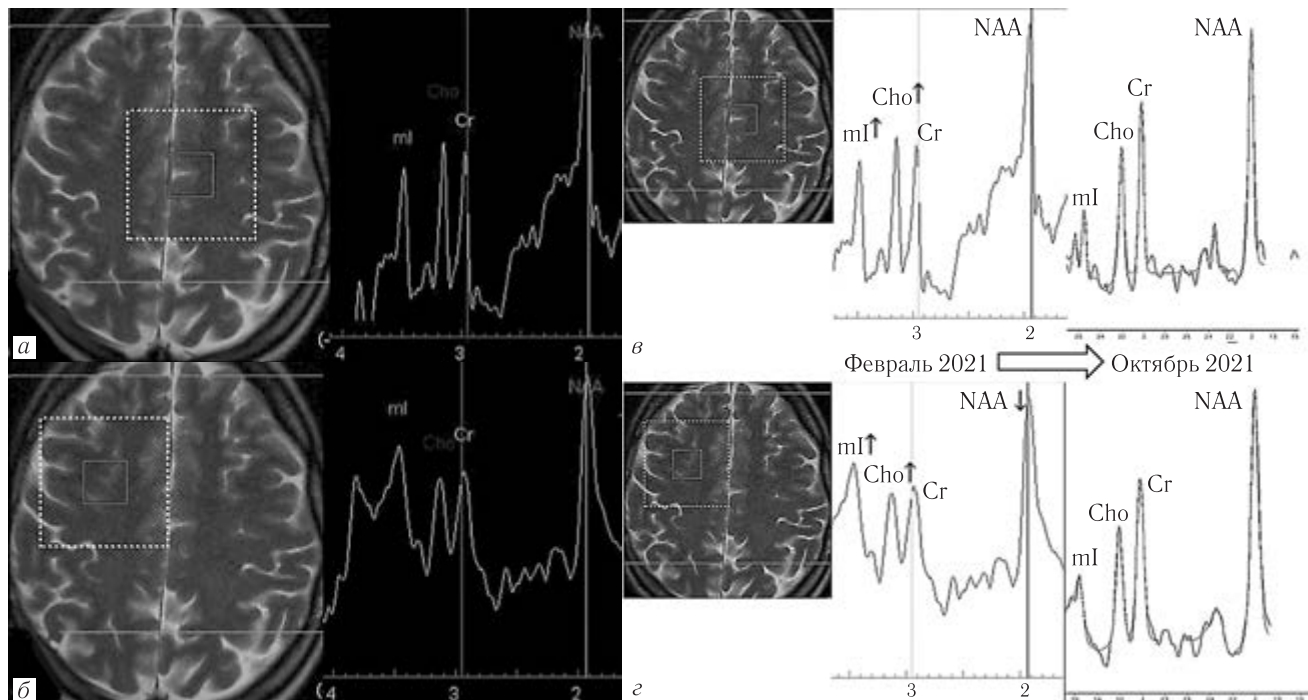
Клинический пример № 2. Пациент О., 40 лет. При первичном наблюдении: МРТ головного мозга — патологические изменения не выявлены. При ^1H -МРС медиальной коры левой лобной доли (а) — повышение mI. При ^1H -МРС белого вещества правой лобной доли (б) — повышение mI, умеренное повышение Cho, выраженное снижение NAA. Через 8 месяцев — регресс неврологических проявлений. На ^1H -МРС (в, г) — восстановление показателей
